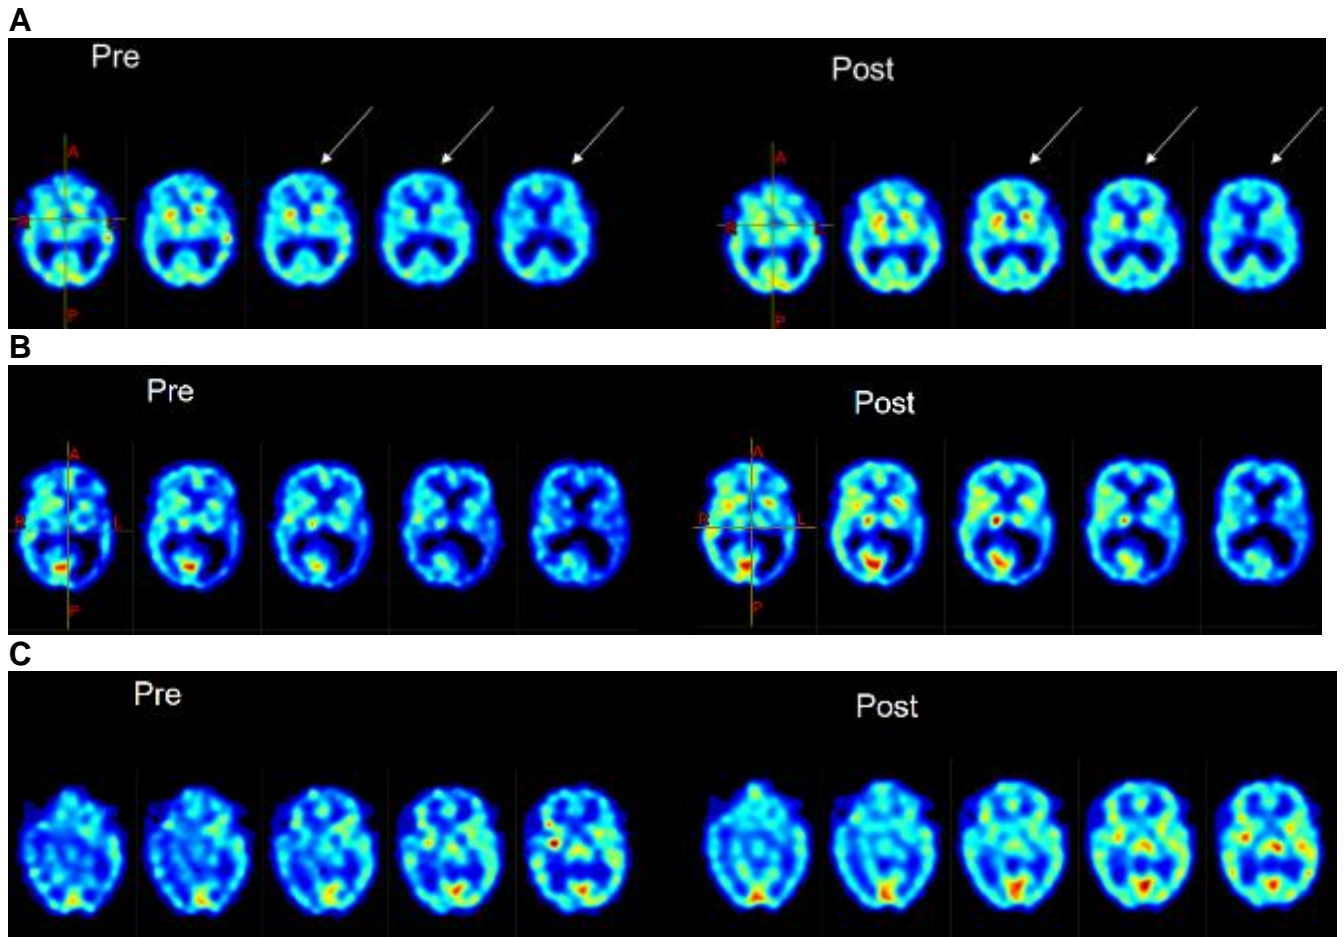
Cortes representativos del estudio de SPECT pre y post-intervención. En la mitad derecha de la lámina se observa un incremento en la perfusión de varias estructuras cerebrales al comparar las imágenes con sus equivalentes pre-intervención(A, B y C: los 3 pacientes).
